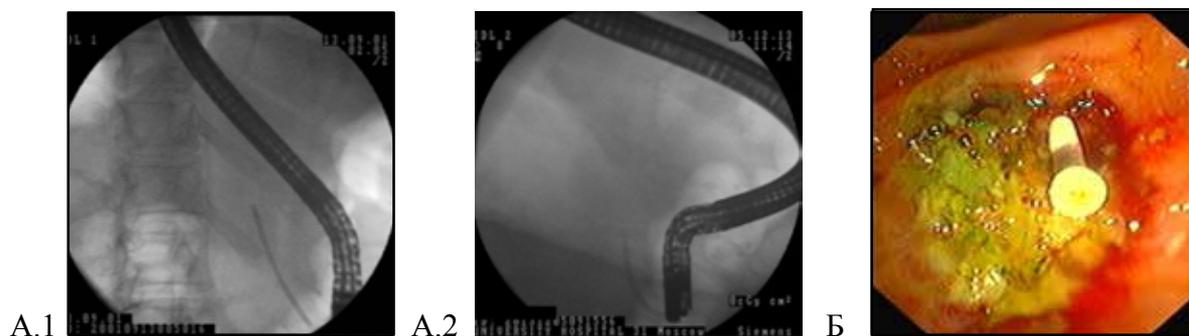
Завершение установки панкреатического стента (А.1, А.2 – рентгенограммы, Б – эндифото).
